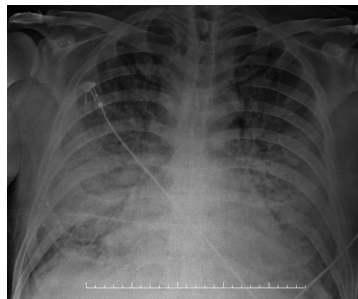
Radiografia de tórax (PA) 24 horas após internação evidenciando infiltrados alveolares em ambas as bases
